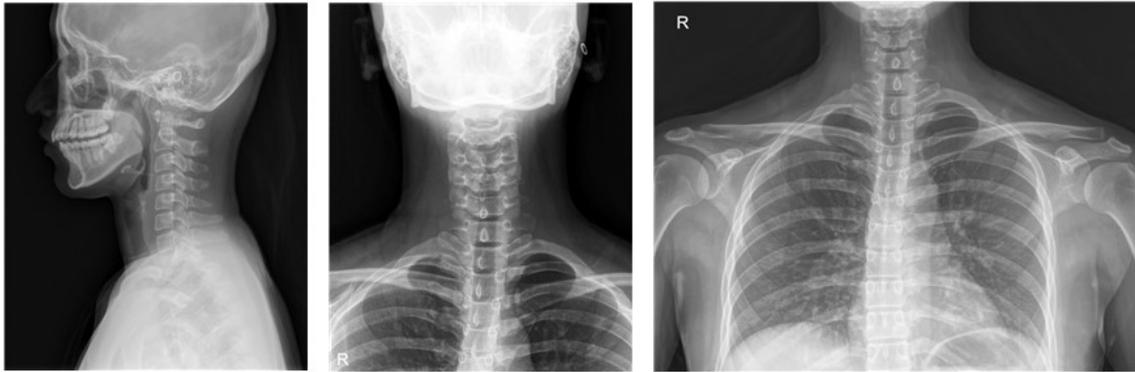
Cervical spine, both shoulder x-ray images of case 3 patient on before treatment.
